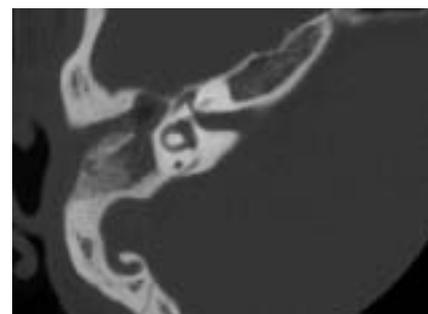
右鼓室形成術後単純CT(thin slice)
